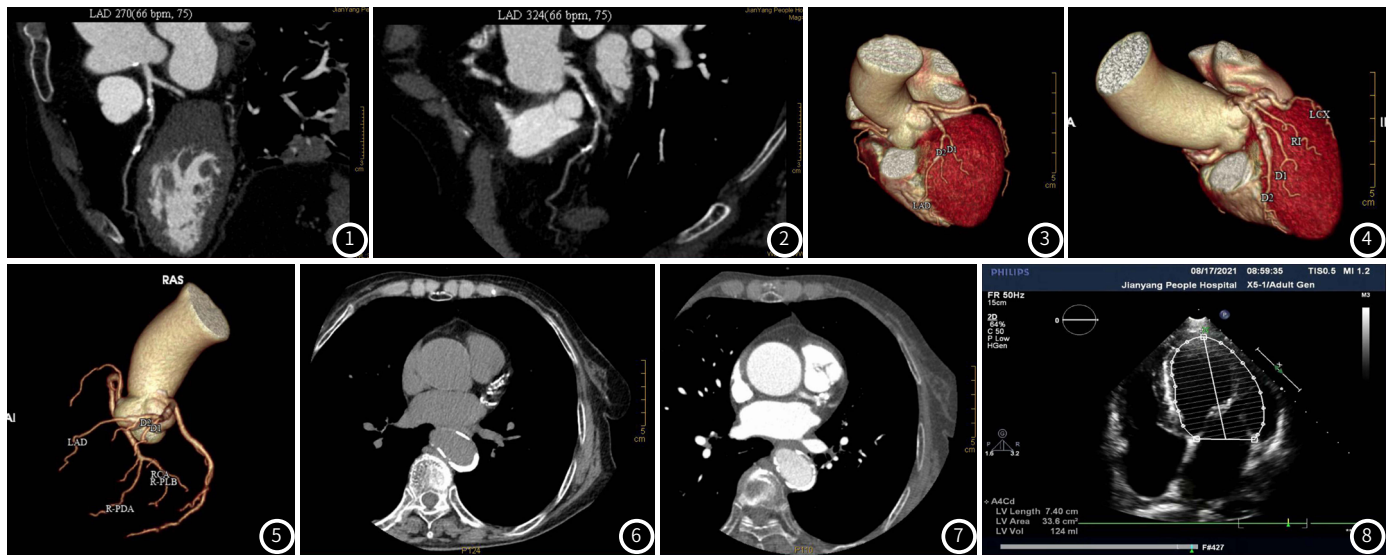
~图2 MSCT曲面重建左侧冠状动脉前降支钙化斑致管腔狭窄。图3~图5 MSCT三维重建前降支钙化斑形成。图6 CT平扫左侧冠状动脉主干钙化斑。图7 增强CT左侧冠状动脉主干钙化斑形成管腔狭窄。图8 左室舒张末期勾画心内膜图片。
